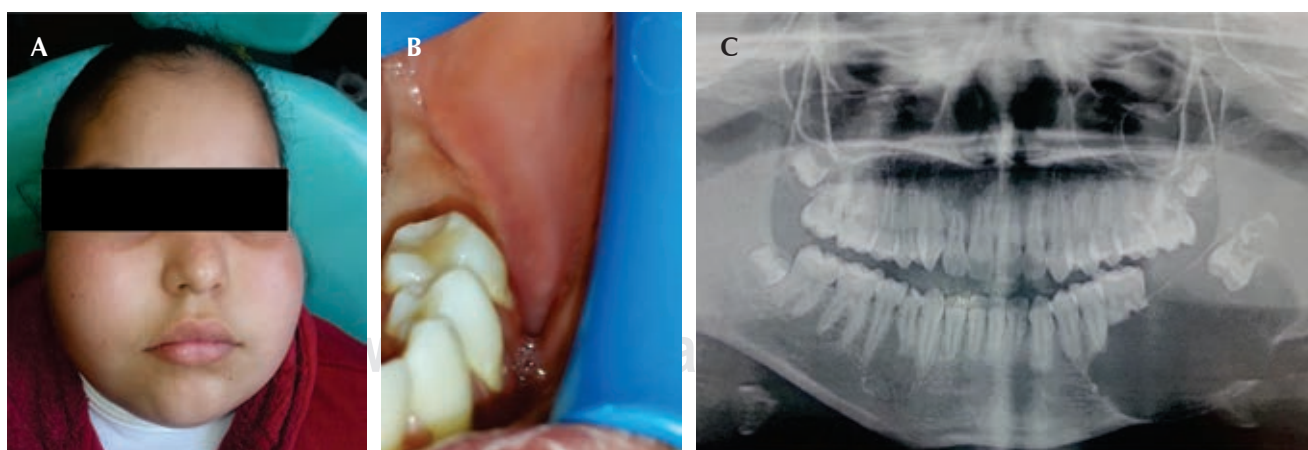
A) Se aprecia asimetría facial asociada con el aumento de volumen en la región submandibular izquierda. B) Se aprecia la pérdida de la línea continua del fondo de saco por debajo de los órganos dentales 35 y 36. C) En la ortopantomografía se observa cavidad radiolúcida con bordes radiopacos que abarca del órgano dental 35 a la corona anatómica del 37 con 2/3 de reabsorción radicular del 36.
